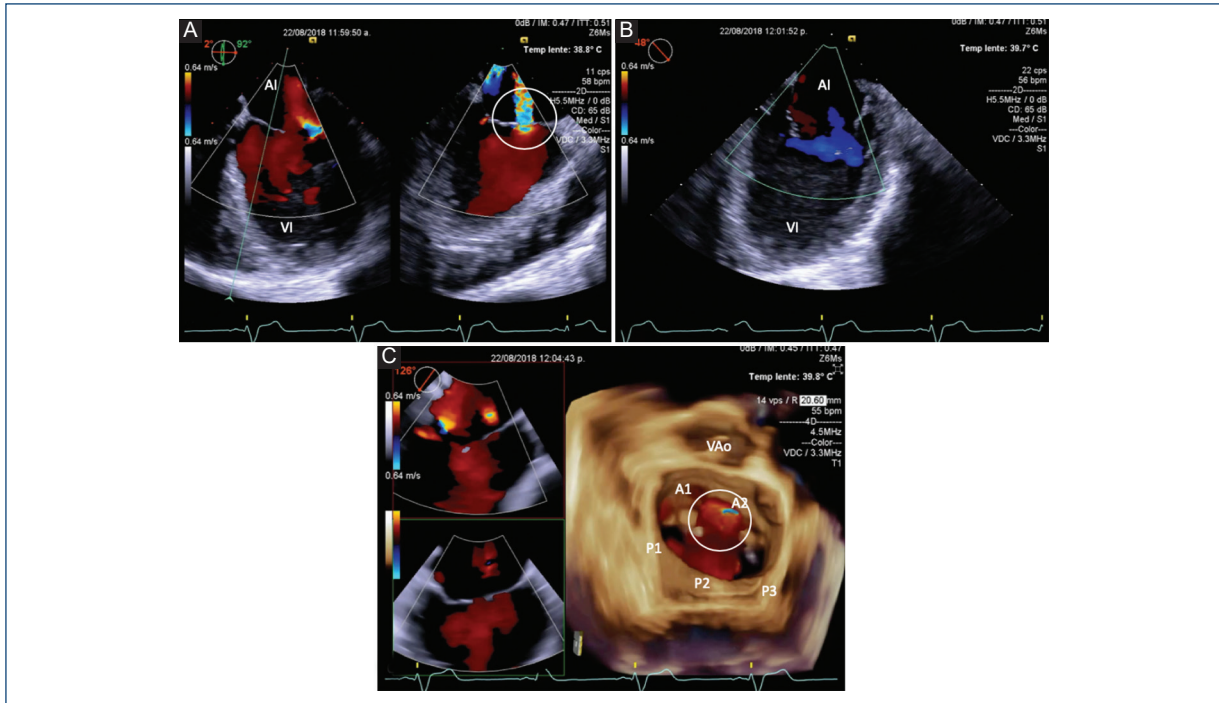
Ecocardiograma transefagico. A: Aproximación medioesfágica de cuatro cámaras enfocada a la válvula mitral y vista ortogonal a 90° en dos cámaras, en la que se evidencia una insuficiencia mitral grave secundaria a perforación del segmento A2 de la valva anterior de la válvula mitral (círculo). B: Aproximación bicomisural. C: Vista tridimensional de la válvula mitral en la que se observa el segmento afectado (círculo).
